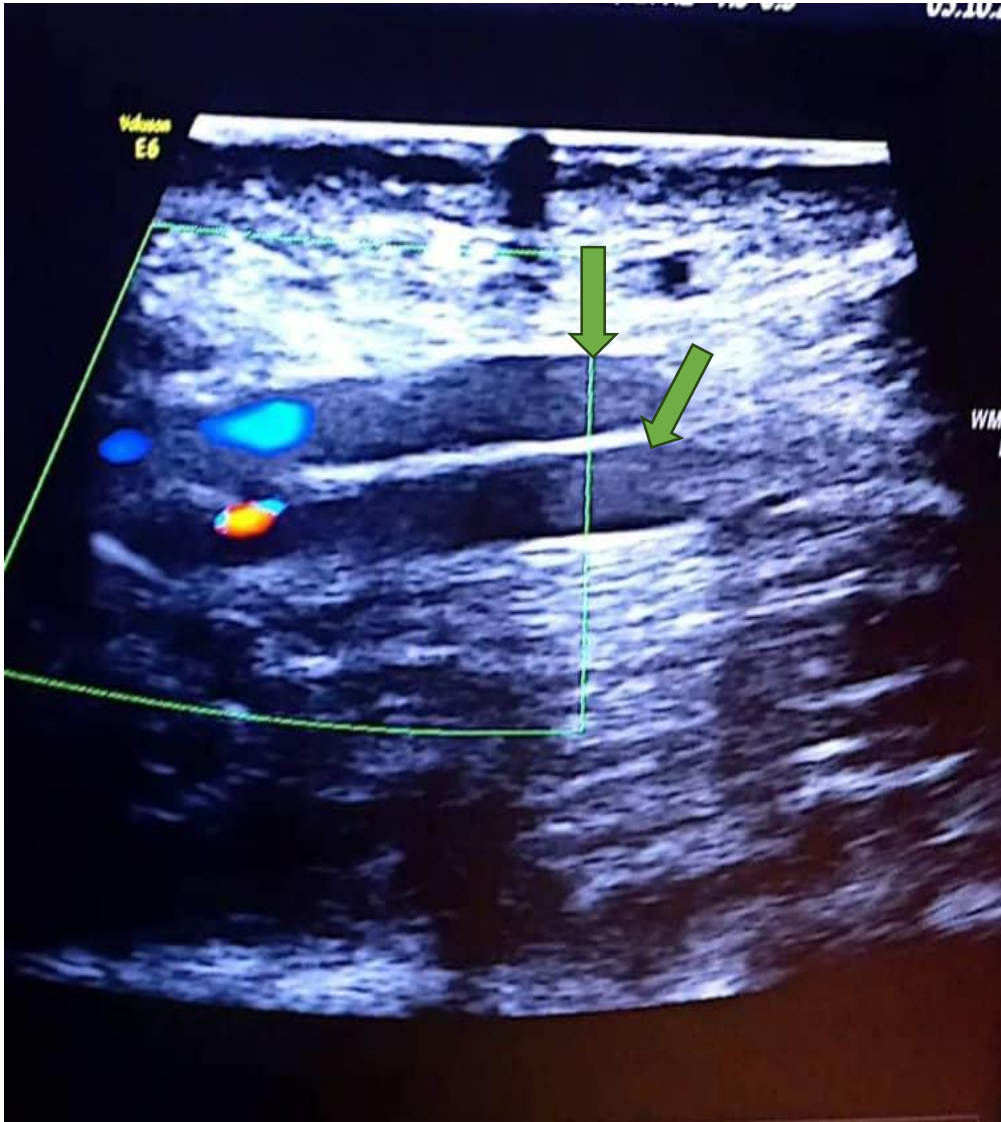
Échographie doppler veineux de la verge en coupe transversale montrant une thrombose de la veine superficielle de la verge
